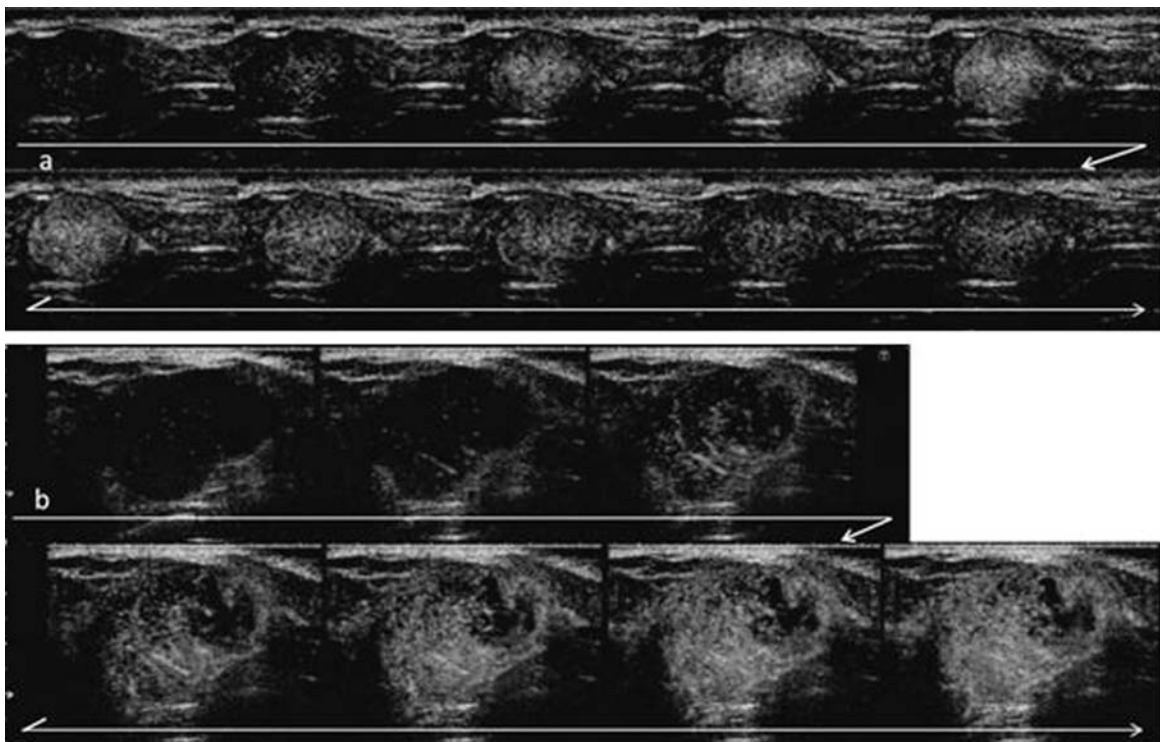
乳腺腫瘍のソナゾイド®造影超音波像の経時的変化
